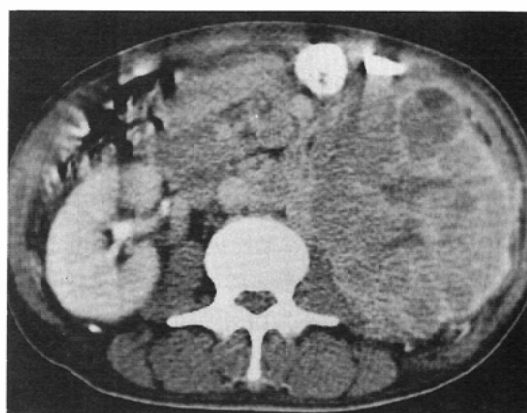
CT shows a huge tumor in the left kidney. The tumor has irregular low density.
